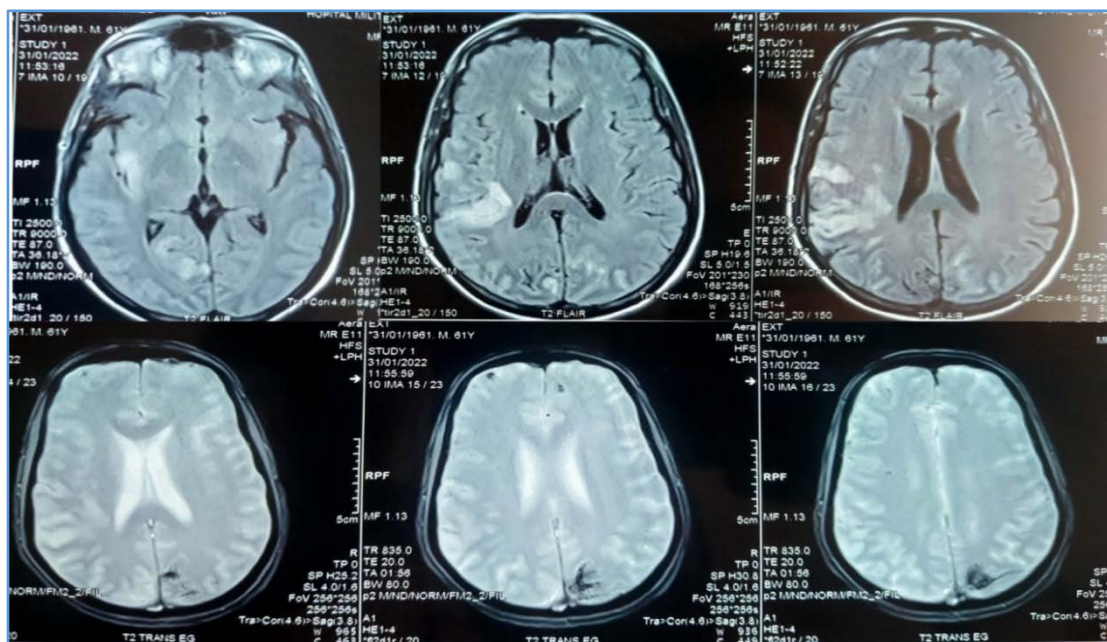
IRM cérébrale montrant des lésions ischémiques multiple chez un patient présentant une endocardite infectieuse
